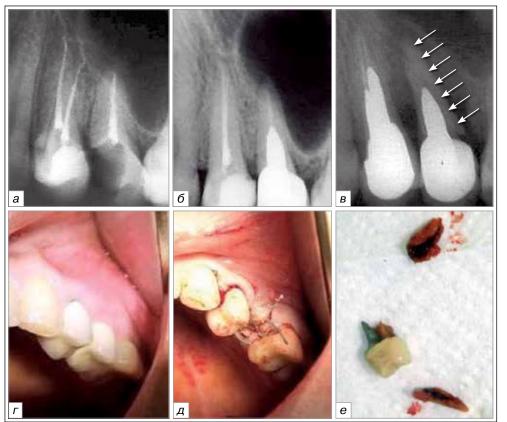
Пац. П., 22 года. Продольный перелом корня 2.5 зуба. На рентгенограммах: до протезирования (а), после протезирования (б) и на момент перелома. На рисунках: вид после протезирования (г), после удаления зуба (д) и фрагментов удаленного зуба (е). Вероятной причиной перелома является клиновидная форма смоделированной культевой вкладки
